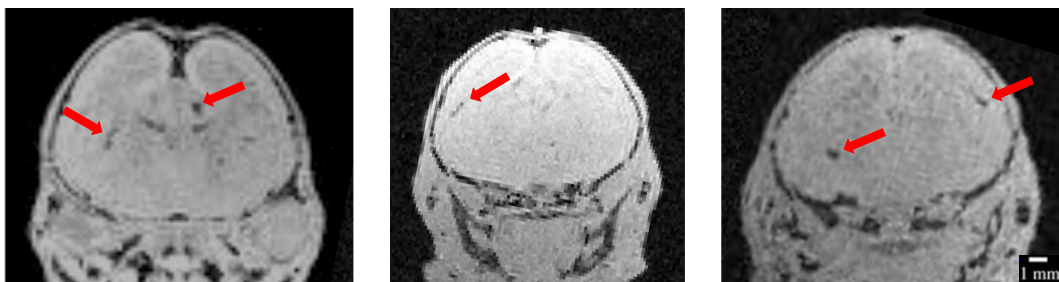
Anomalies cérébrales affectant les souris IP à E18. Un protocole IRM type « T1 FLASH » a été utilisé.
